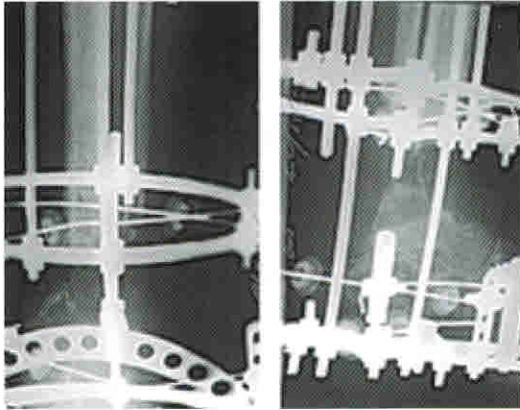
Рентгенограммы в прямой и боковой проекциях. Восьмая неделя остеосинтеза. Значительное уменьшение размеров костного дефекта
